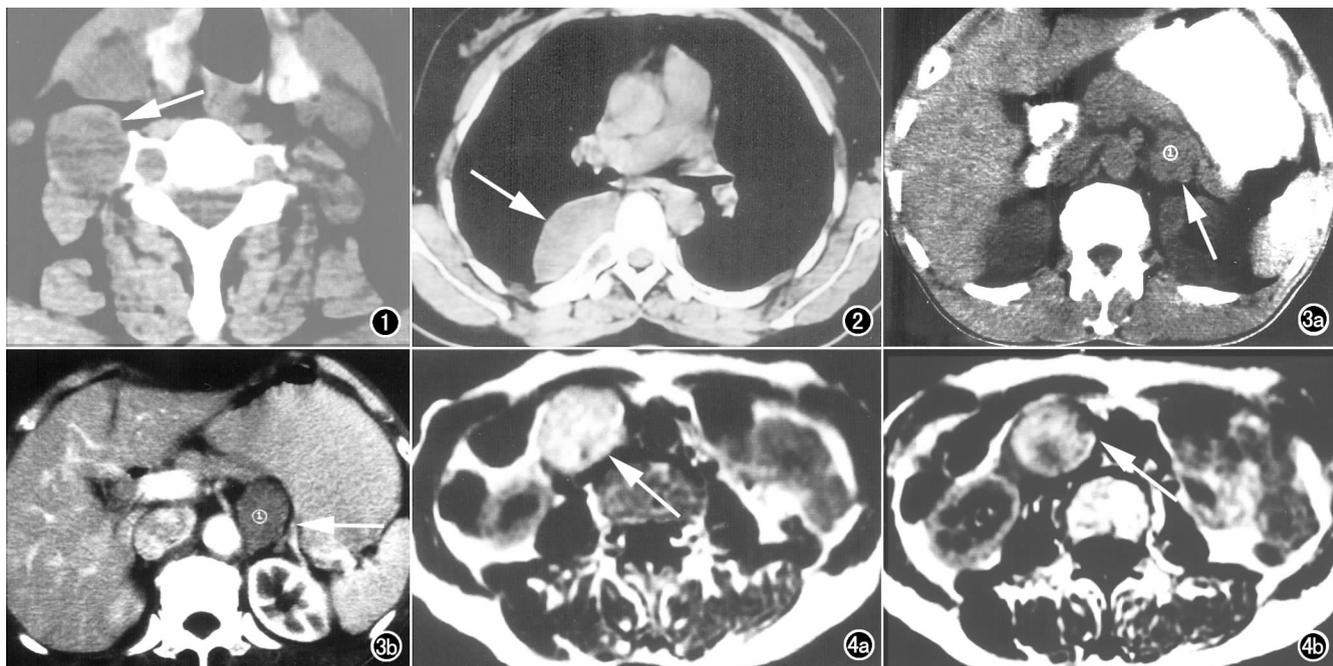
右侧颈部节细胞神经瘤。CT平扫示肿块呈圆形,边界清楚,密度不均(箭)。图2 右后纵隔节细胞神经瘤。CT平扫示肿块呈椭圆形,边界清晰,密度均匀(箭)。图3 a) CT平扫示腹膜后节细胞神经瘤(箭),形态较规则;b)增强后轻度强化。图4 右侧肾上腺节细胞瘤。a)MRI扫描 T_1WI 为混杂高信号(合并出血);b)增强后强化不明显。
